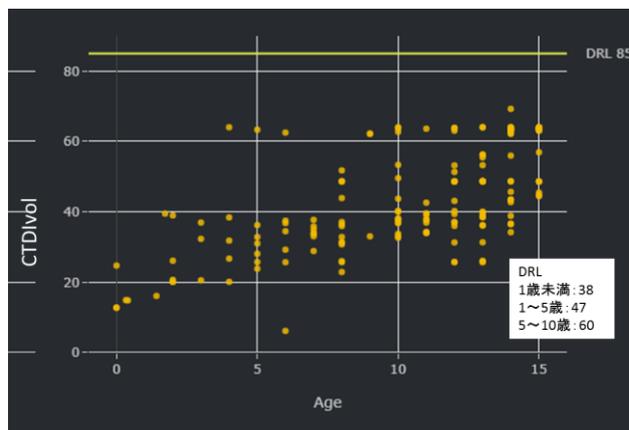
小児頭部 CT 検査の CTDIvol
